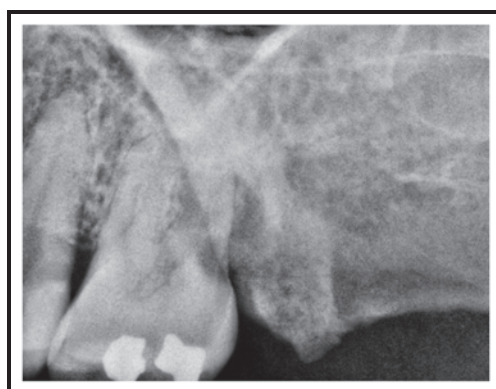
radiographie rétroalvéolaire d'une 26 présentant une radioclarité distale (Barnett, 2010)
